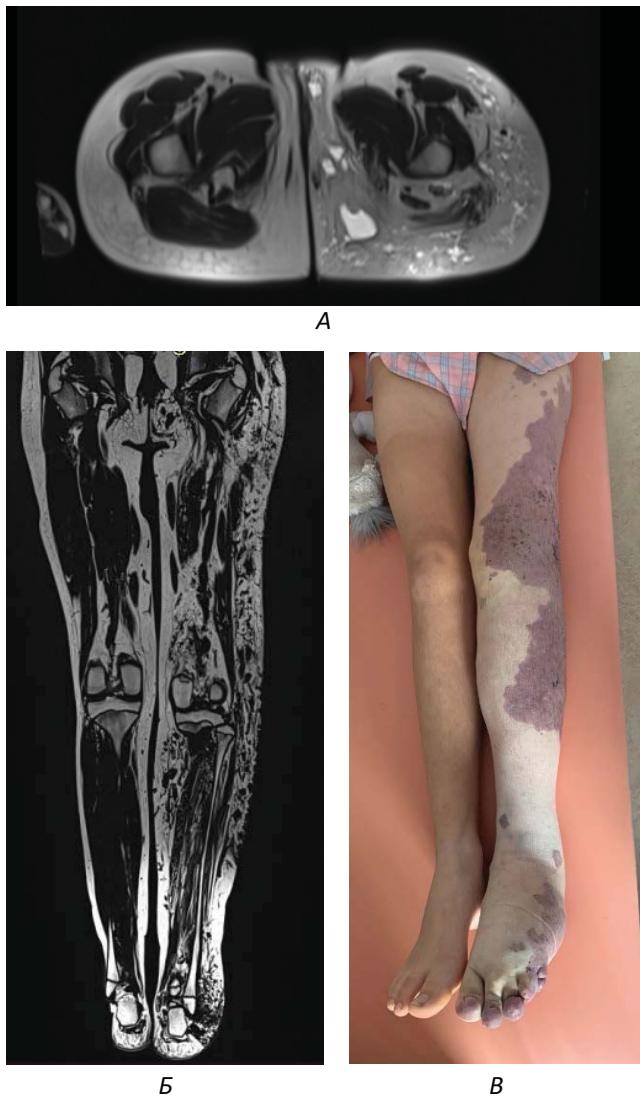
Пациєнтки К., віком 13 років. Синдром Кліппеля–Треноне. Комбіновані капілярні, лімфатичні, венозні мальформації лівої нижньої кінцівки, персистуюча маргінальна вена: А – великі судинні «невуси», набряк кінцівки; Б – МРТ у режимі Т2, аксіальна проекція; В – МРТ у режимі Т1, коронарна проекція – лімфатично-венозні мальформації поширюються на ділянку промежини, великої статевої губи
